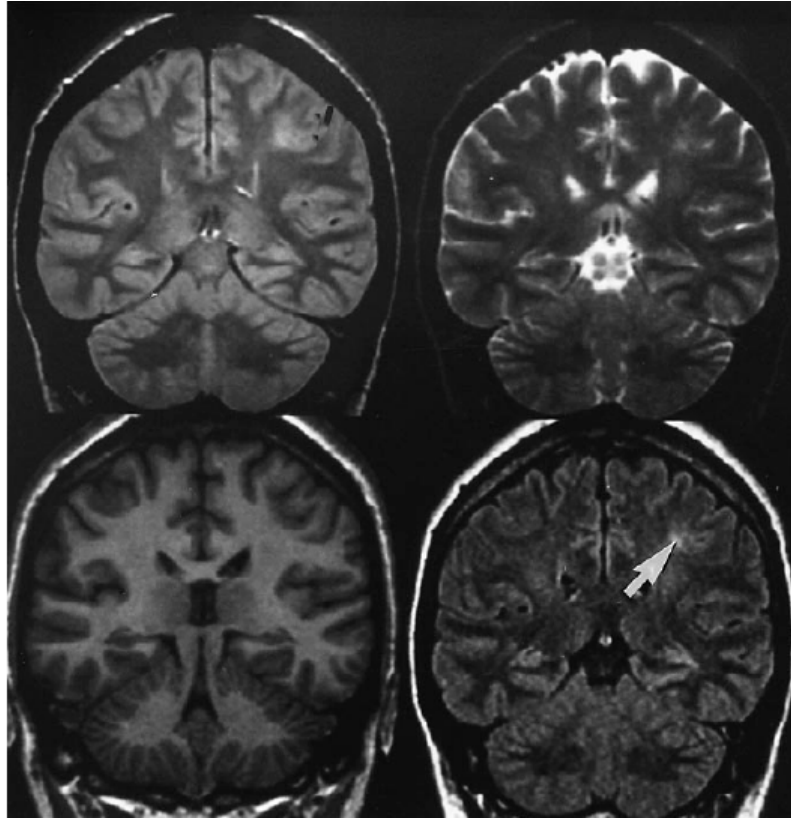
Images obtenues par IRM chez le même patient, sur la même coupe coronale mais en utilisant différentes séquences, montrant leur complémentarité pour caractériser les lésions. En haut à gauche : séquence pondérée en densité de protons. En haut à droite : séquence pondérée en T_2 . En bas à gauche : séquence pondérée en T_1 . En bas à droite : séquence de type FLAIR pour laquelle la lésion (indiquée par la flèche) se voit mieux. Figure extraite de (Duncan, 1997).
